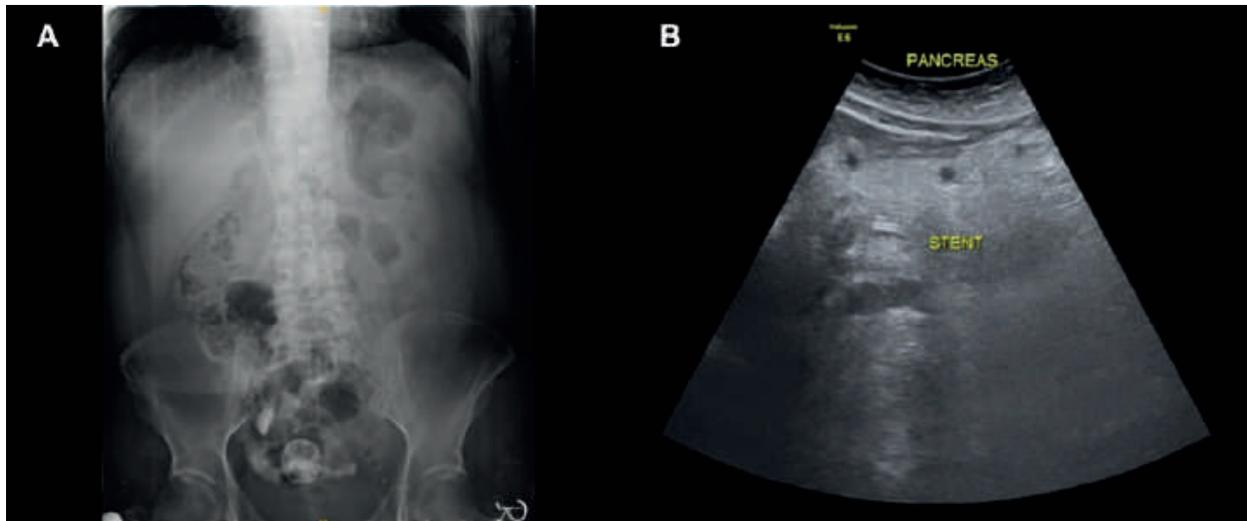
Prótesis biliar se observa a exámenes de imagen: A) Radiografía abdominal. B) Ecografía de abdomen superior (flecha negra).
